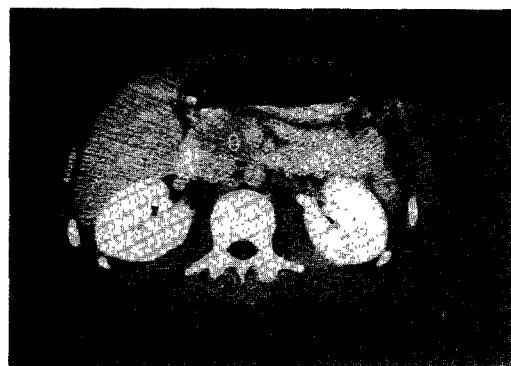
Post-contrast abdominal CT.
